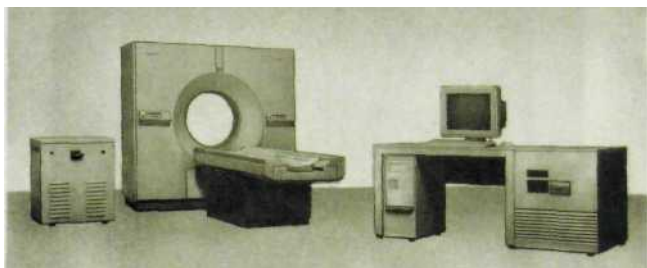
Рентгеновский компьютерный томограф.
